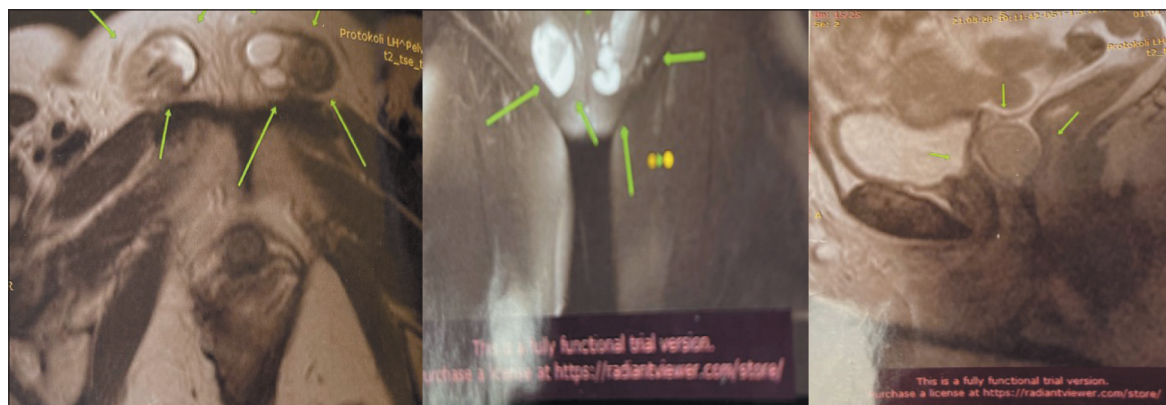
Компьютерная томография органов малого таза до операции
